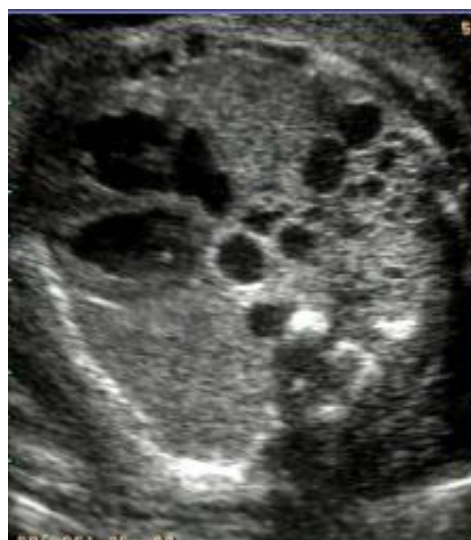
Aspect échographique d'un kyste type II
